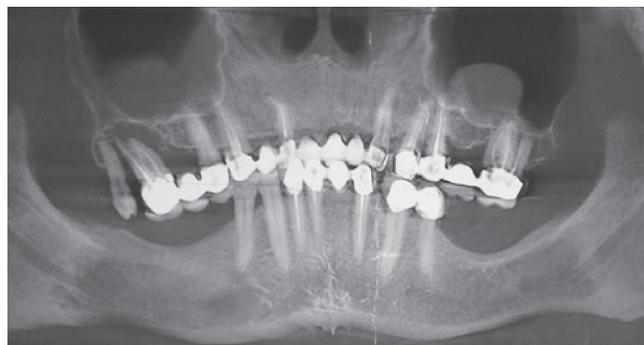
Ортопантомография пациентки К.
